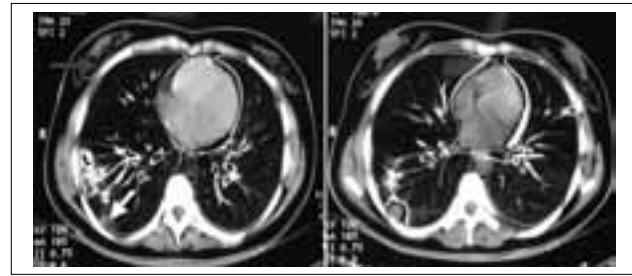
КТ органов грудной клетки на момент появления симптомов поражения органов дыхания (2004 г.). Зоны консолидации легочной ткани с «воздушной бронхограммой» (серая стрелка), окруженные зоной матового стекла (белая стрелка)
